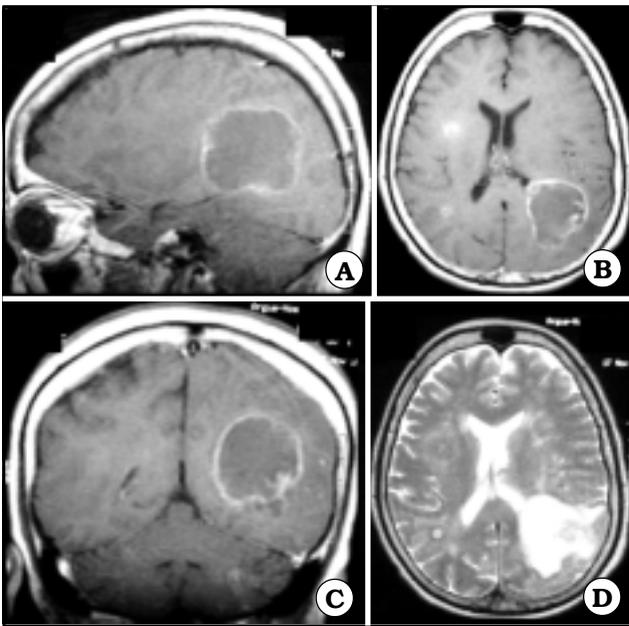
IRM de cerebro corte sagital (a), axial (b), coronal (c) en T1, y axial T2 (d) donde se evidencian lesiones localizadas a nivel parietooccipital izquierda, parainsular y occipital derecha.
